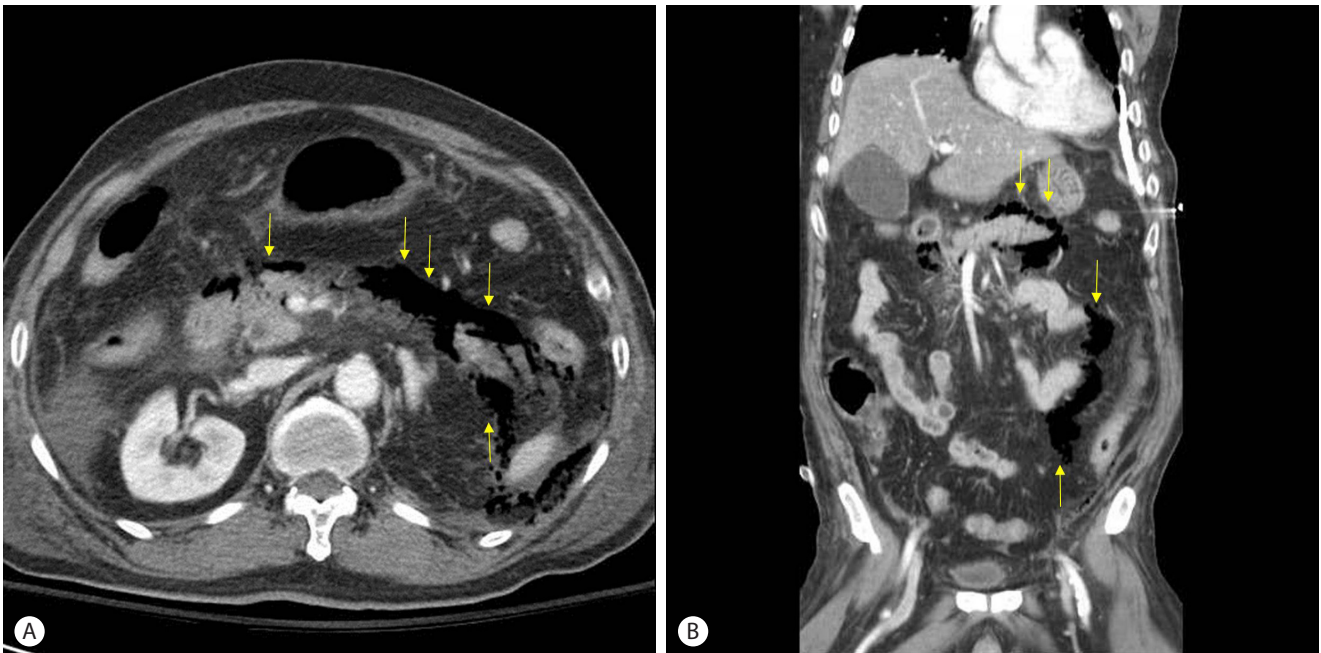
(A) Axial image, (B) Coronal image. Follow-up abdomen computed tomography shows newly appeared extra-luminal air at peri-pancreatic area and left side of retro-peritoneum (yellow arrows).
